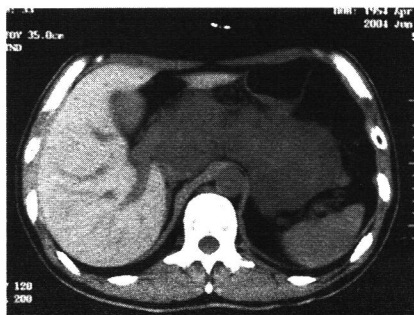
PE療法1クール後腹部単純CT画像上腹部腫瘍は縮小した。
